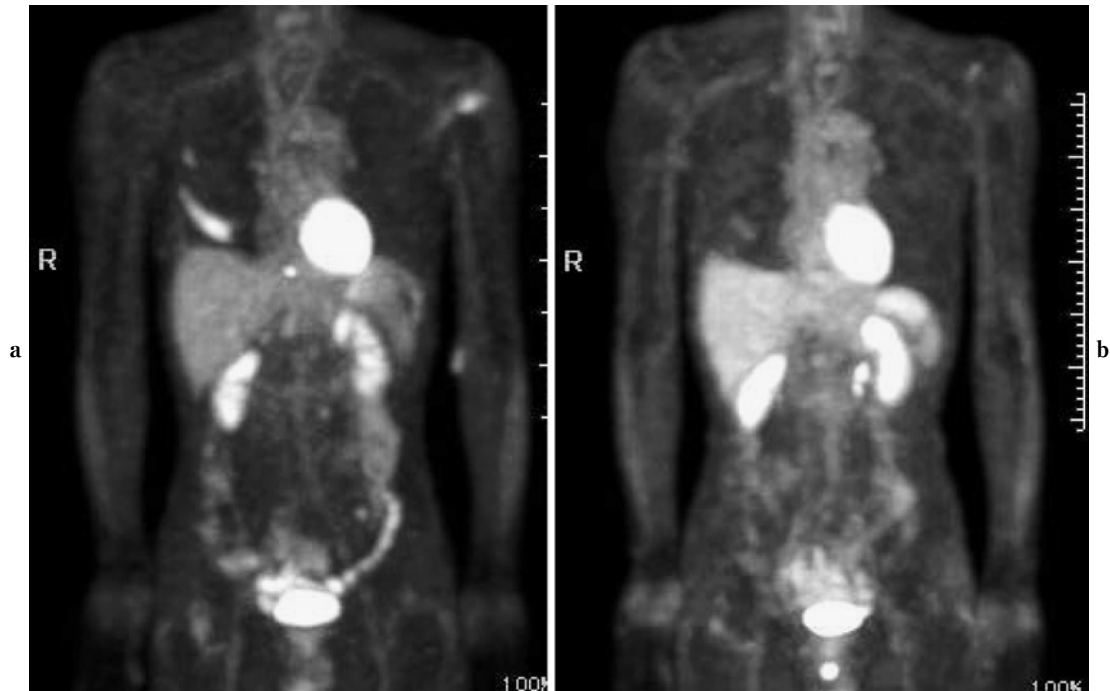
Positron-emission tomography combined with integrated computed tomography (PET-CT). a. PET-CT obtained 19 months after the operation showed accumulation (maximum standardized uptake value: 4.2) in the right fourth rib and tenth thoracic vertebrae matched with the finding of bone metastases. b. PET-CT obtained four months after gefitinib treatment showed decreased accumulation of bone metastases with no new lesions.
